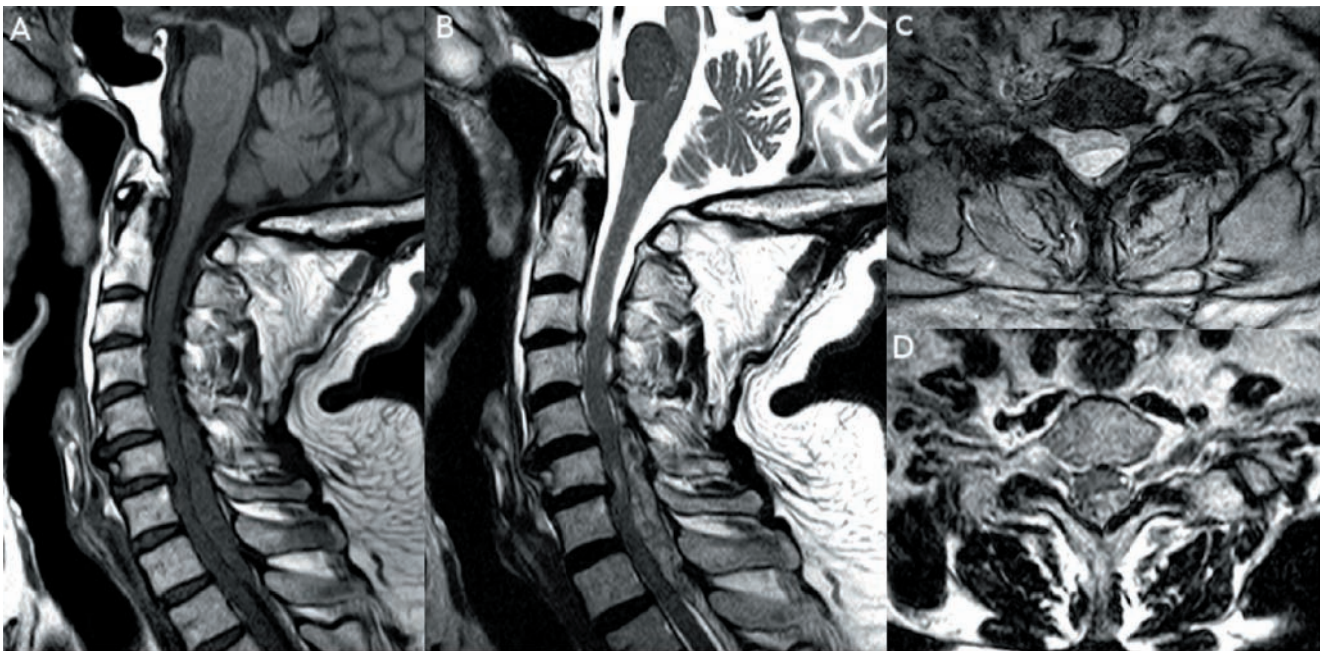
A) RM sagital en secuencia T1 donde se evidencia espondilosis cervical con hernias discales cervicales multinivel y hematoma epidural localizado entre los niveles C4 y T1. Dicho hematoma condiciona estenosis de canal cervical con importante efecto de masa sobre la médula subyacente. B) RM sagital en secuencia T2, destacando los cambios de señal intramedulares indicativos de mielopatía radiológica. C) RM axial en secuencia GE - T2 donde se evidencia con detalle el efecto de masa sobre la médula espinal producido por el hematoma anteriormente descrito. D) RM axial en secuencia TSE-T2.
